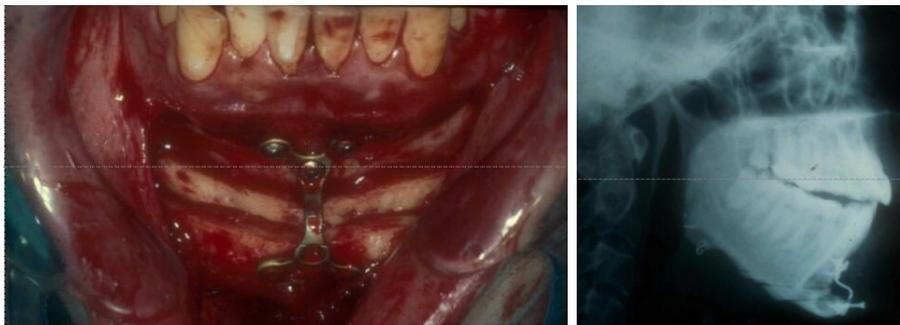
intraoperative Ansicht und postoperatives Fernröntgenseitenbild (FRS) einer Genioplastik in der "Sandwichtechnik" als ergänzende Massnahme nach Unterkieferumstellungsosteotomie
